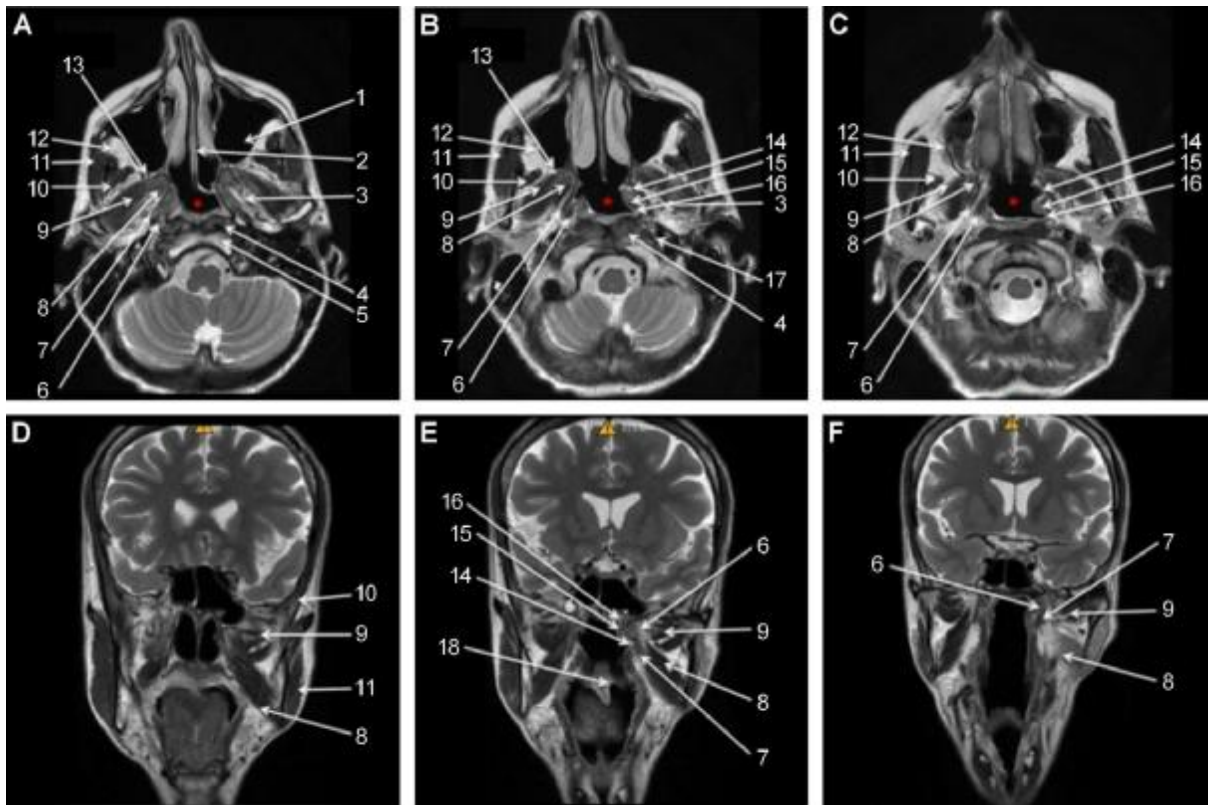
(16) :Radioanatomie IRM. A-C. Coupes axiales pondérées en T2 de haut en bas du sinus sphénoïdal à l'oropharynx. D-F. Coupes coronales pondérées en T2 d'avant en arrière des choanes aux muscles prévertébraux ; étoile : rhinopharynx ; 1 : sinus maxillaire ; 2 : choanes ; 3 : espace parapharyngé ; 4 : muscle long de la tête ; 5 : clivus ; 6 : muscle élévateur du voile ; 7 : muscle tenseur du voile ; 8 : muscle ptérygoïdien médial ; 9 : muscle ptérygoïdien latéral ; 10 : muscle temporal ; 11 : muscle masséter ; 12 : graisse infratemporale ; 13 : fissure ptérygomaxillaire ; 14 : orifice tubaire ; 15 : torus tubaire ; 16 : fossette de Rosenmüller ; 17 : muscle droit antérieur de la tête ; 18 : voile du palais
